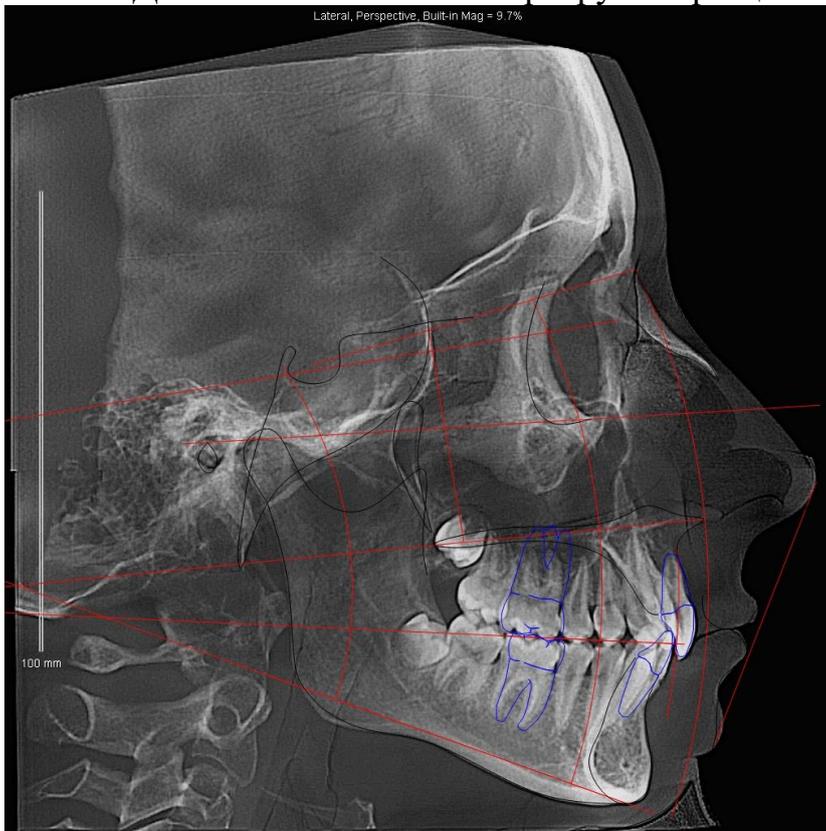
Дистальная окклюзия с ретрузией резцов
